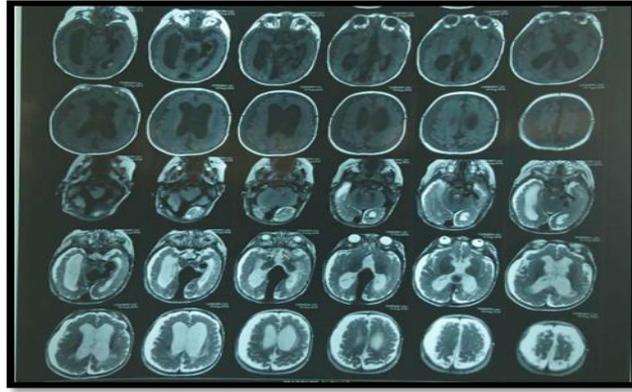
RMN de cerebro donde se observa imagen compatible con hematoma subdural a nivel de hemisferio derecho
